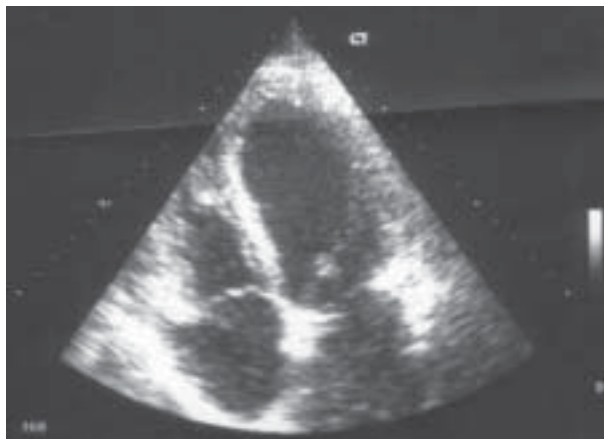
Badanie echokardiograficzne, projekcja koniuszkowa 4-jamowa: w koniuszku lewej komory widoczna regularna, hiperechogeniczna, struktura o wymiarach 12 × 13 mm
